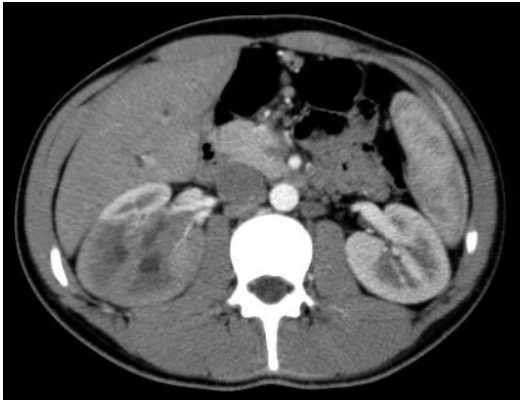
Спіральна комп'ютерна томографія (07.03.2019 р.)
